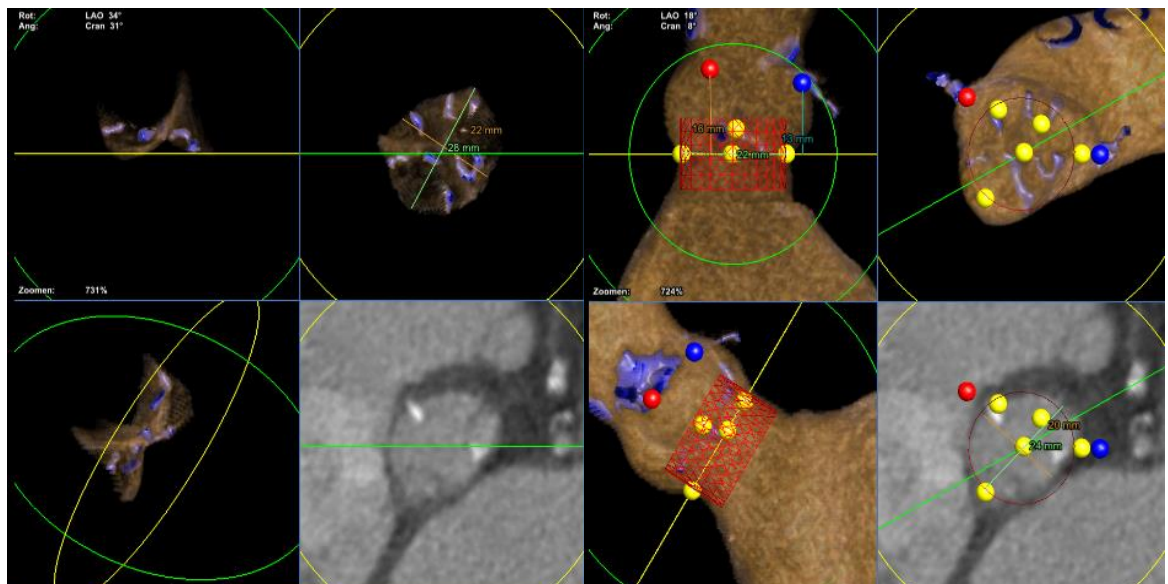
Darstellung der Aortenklappe im Kardio CT (unten rechts) und im Heart Navigator In drei verschiedenen Ebenen.
